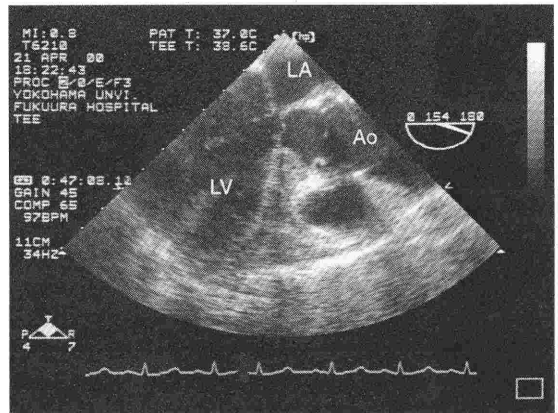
症例2の左室流出路狭窄時の断層心エコー図(経食道大動脈弁長軸断面)
